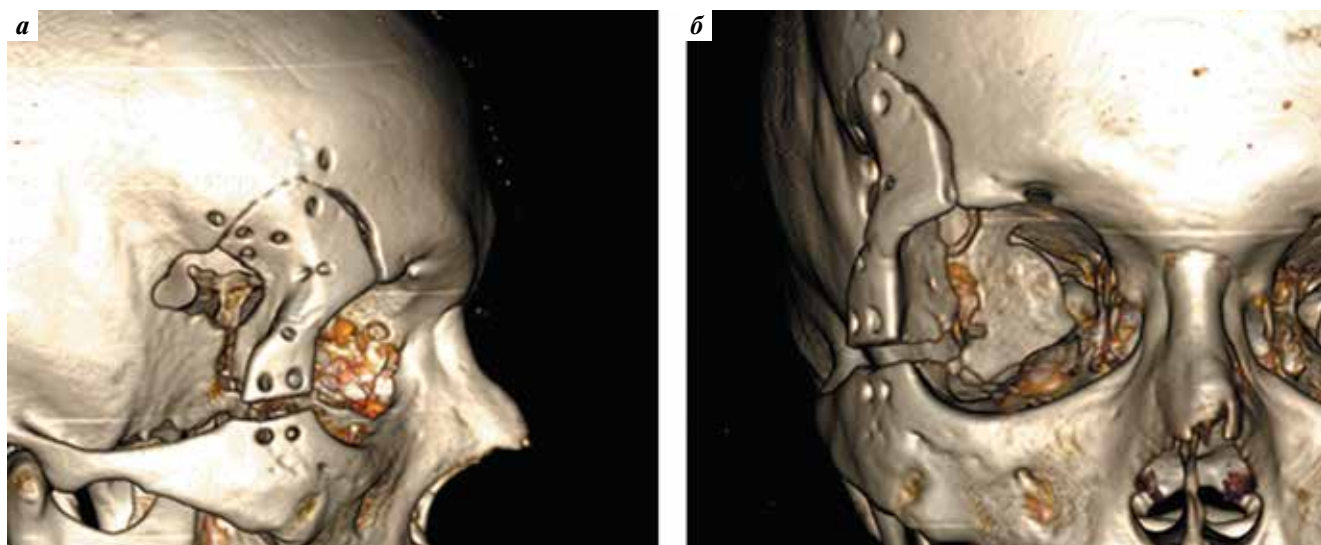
Компьютерная томография пациента В. после операции, 3D-реконструкция: а — латеральная проекция; б — фронтальная проекция
